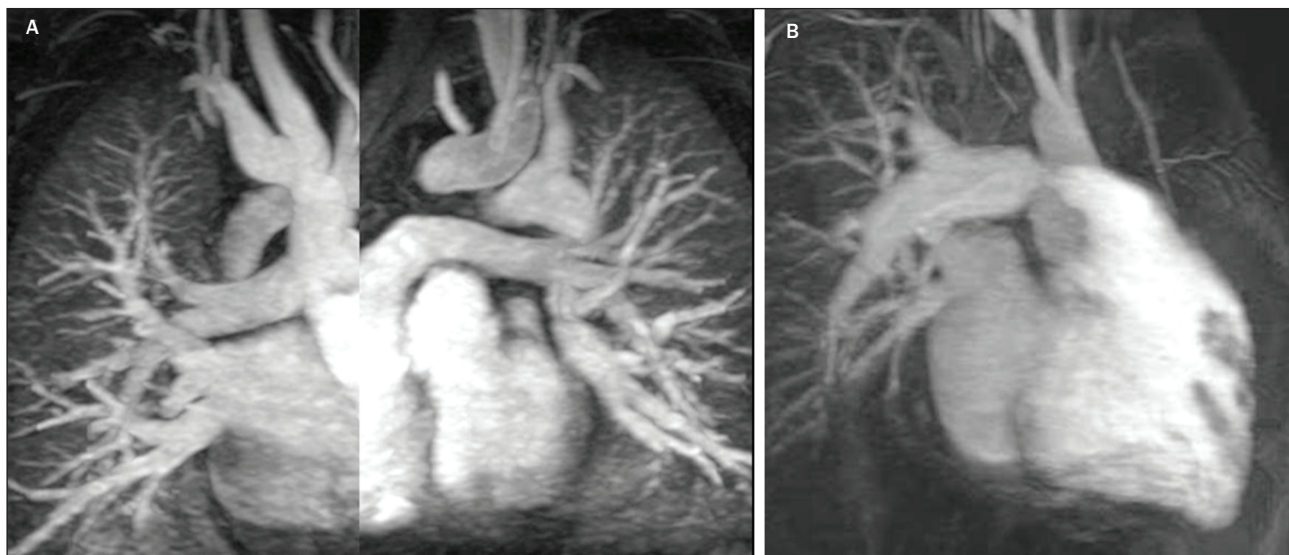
A ressonância magnética permite a ampla exploração do território da artéria pulmonar em toda a sua extensão. Neste caso, vemos o resultado tardio de dois pacientes submetidos à cirurgia de Jatene. Em A, encontram-se as imagens do resultado tardio de um paciente que apresentou evolução favorável. Em B, temos as imagens de um caso que evoluiu com estenose na artéria pulmonar esquerda, que foi posteriormente reparada com o implante de endoprótese.
